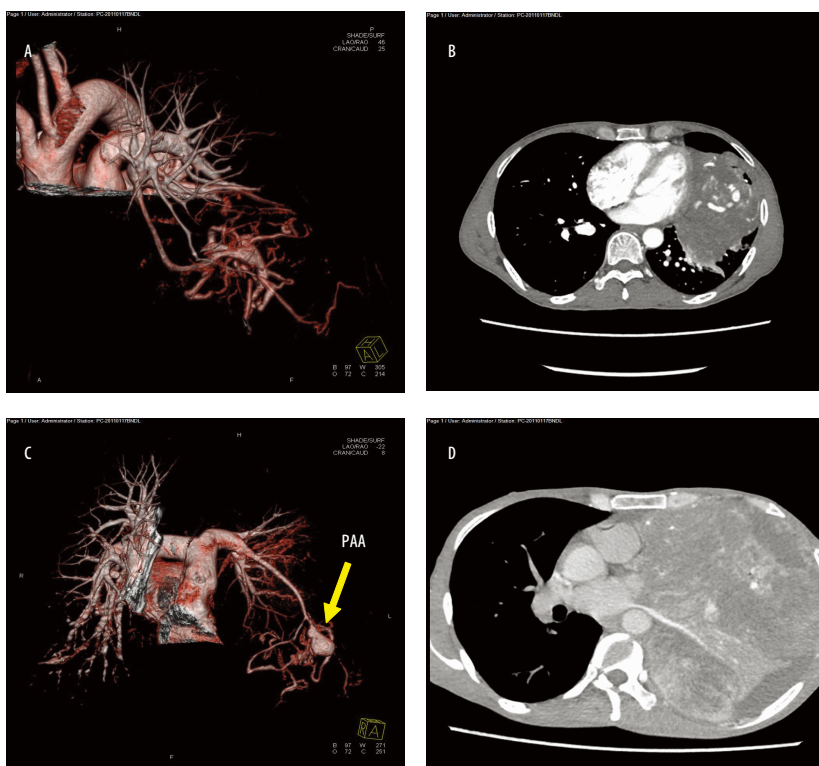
患者影像图片。A和B分别是2013年患者的3D血管成像和增强CT扫描；C和D是2014年的3D血管成像和增强CT扫描。从2014年的C和D图片中，我们可以发现肺动脉瘤已形成，肿块变大，占据左侧胸腔。
